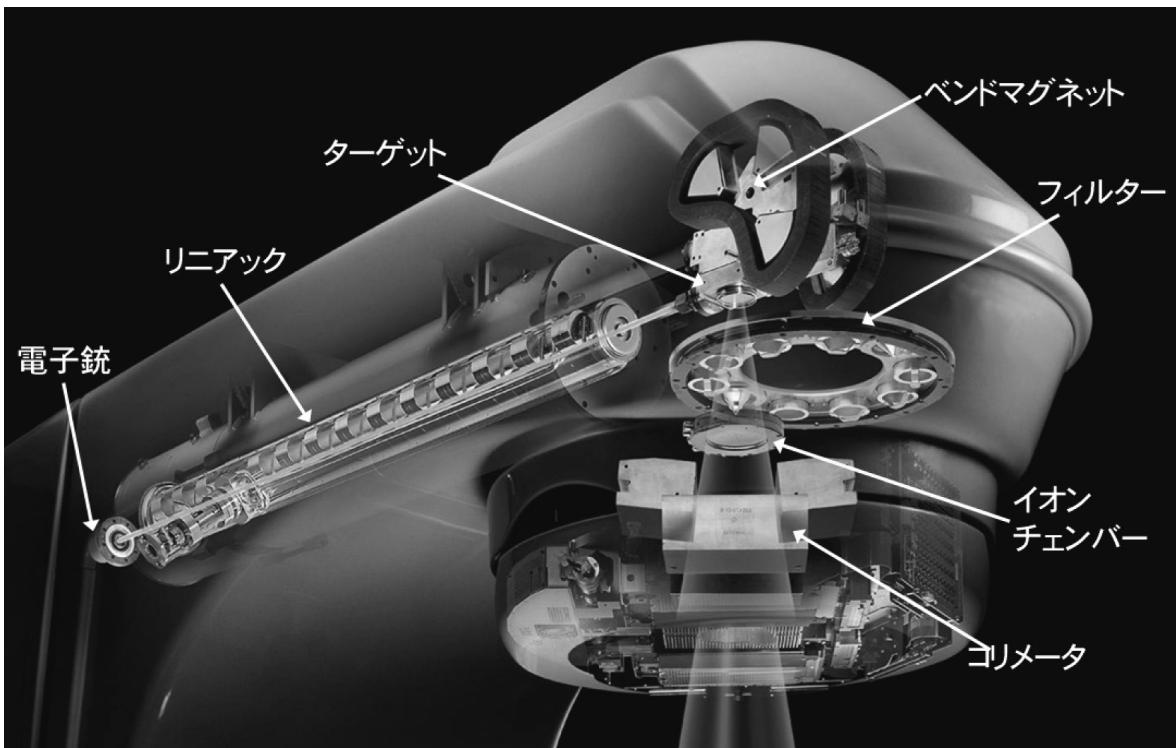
エネルギー可変型リニアックとX線ヘッド部の透視図（バリアン社）
